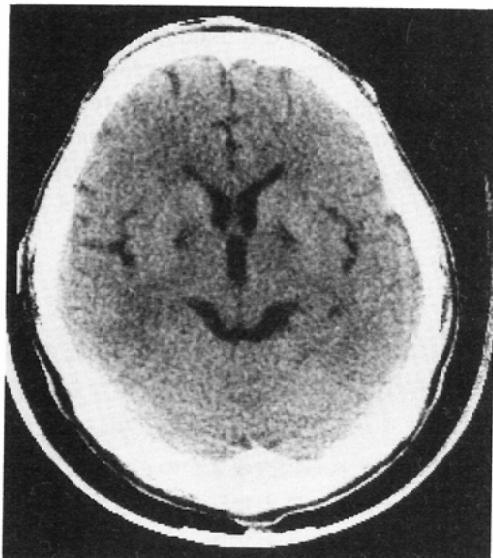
Plain CT showing bilateral symmetric low density in globus pallidus (group 3, case 1).
